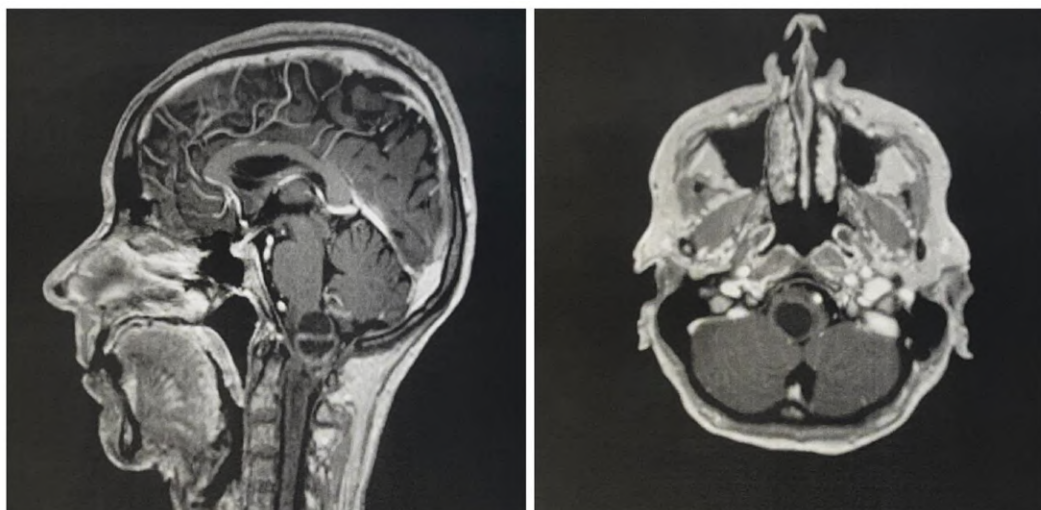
Imágenes de resonancia magnética craneal sin contraste intravenoso. En ellas se observa la lesión ocupante de espacio (ependimoma) en la zona de unión bulbomedular. Imagen derecha: corte transversal. Imagen izquierda: corte sagital.
